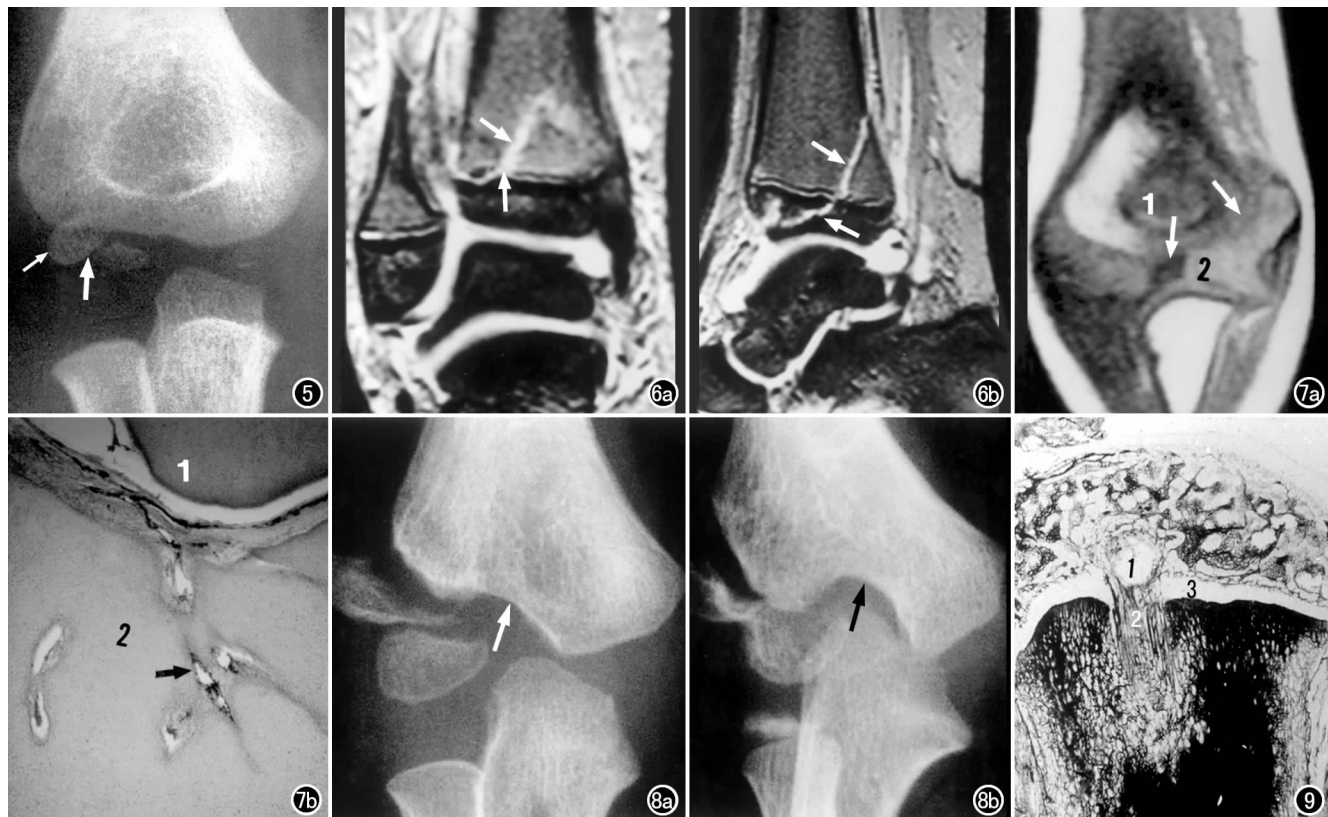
第 3 型,骨折线垂直经过骨骺生长板裂开(肘外伤)。X 线片示肱骨远端骨骺骨折(粗箭),右侧生长板裂开,骨折块向外上方旋转(细箭),肱骨干骺端无骨折。图 6 第 4 型,骨折线经过骨骺生长板进入干骺端(踝关节)。MRI 示胫骨远端骨骺骨折线从前向后穿过生长板进入干骺端(箭),关节间隙稍宽,呈高信号,有少量积液(出血)。a) 冠状面; b) 矢状面 T₂WI FFE 序列。图 7 第 4 型,骨折经骺软骨生长板进入干骺端。a) 肱骨远端冠状面 MR T₁WI 示骨折从滑车骺软骨中部经生长板至内髁干骺端(白箭); b) 新生儿肘部尸检组织切片示肱骨远端鹰嘴窝(1)和滑车软骨(2),软骨内可见数条血管(黑箭)。该处骨折必损伤这些血管,影响骨折部位的正常成骨。图 8 第 4 型,骨折线经骺软骨生长板进入干骺端(右肘外伤)。a) 2 个月平片示肱骨远端骨骺骨折,骨折从肱骨滑车(白箭)经生长板进入外髁干骺端,骨折未愈合; b) 1 年 8 个月后随访平片示滑车中部凹陷加深(黑箭),呈鱼尾畸形(因损伤了滑车软骨血管和生长板)。图 9 第 5 型,实验性生长板损伤。实验幼兔于胫骨上端骨骺下刺入克氏针,以损伤生长板的间叶细胞,5 周后,经骨微血管造影,该实验兔胫骨标本矢状切片示胫骨近端骨骺下有一个克氏针圆孔(1),正好只损伤生长板(3)的间叶细胞,且发生骺早闭,有血管沟通(2)。
